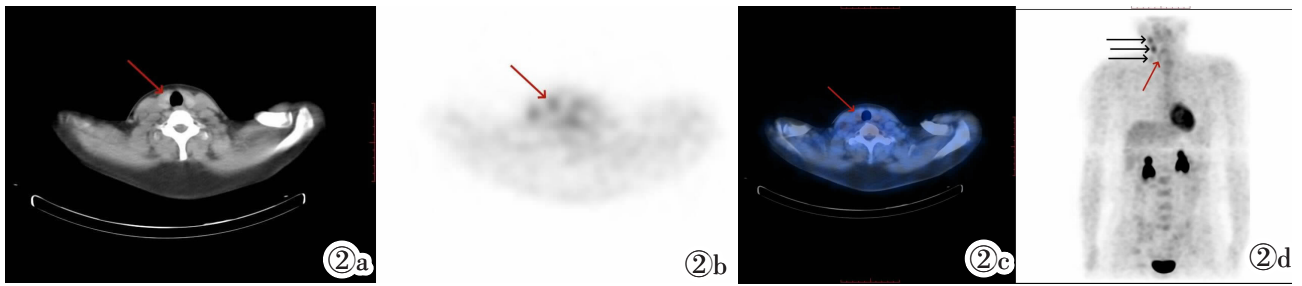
HT 伴甲状腺乳头状癌 ¹⁸F-FDG 代谢显像表现。女,28 岁,右侧甲状腺乳头状癌伴右颈部多发淋巴结转移。图 2a:CT 图,甲状腺右叶轻度肿大(红色箭头);图 2b:SPECT 图,甲状腺右叶代谢程度高于左叶(红色箭头);图 2c:SPECT/CT 融合图,甲状腺右叶轻度肿大伴代谢轻度增高;图 2d:MIP 图,甲状腺右叶轻度弥漫显影(红色箭头)伴右颈部多发淋巴结显影(黑色箭头)。
